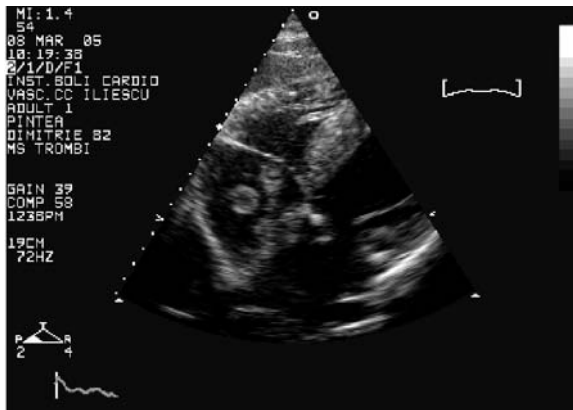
Ecografie transtoracică. Secțiune subcostală 4 camere. Trombi mobili la nivelul AD.
